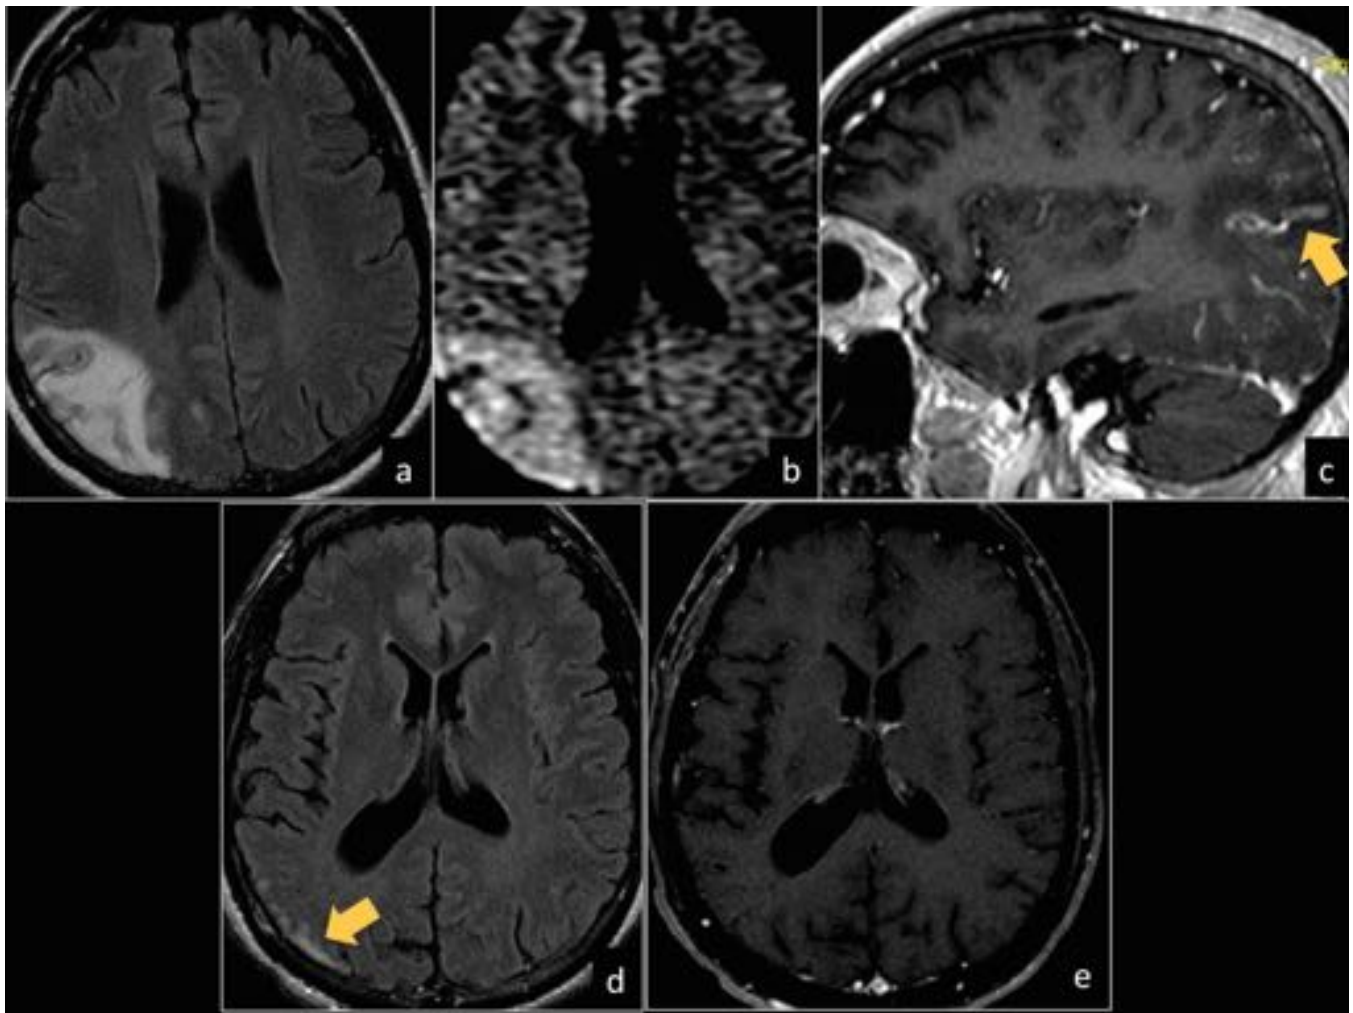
Paciente de 35 años con cefalea, vómitos y deterioro neurológico. Serologías, PCR y rastreo de neoplasias negativo. En RM se visualiza extensa lesión córtico-subcortical parieto-temporal derecha, hiperintensa en FLAIR (a) que muestra disminución de la difusión (b) y leve realce leptomeníngeo en secuencias con CIV (c), todo ello sugestivo de encefalitis autoinmune. En RM de control se evidencia mejoría radiológica con lesión residual temporo-occipital derecha sin signos de actividad (d y e).
